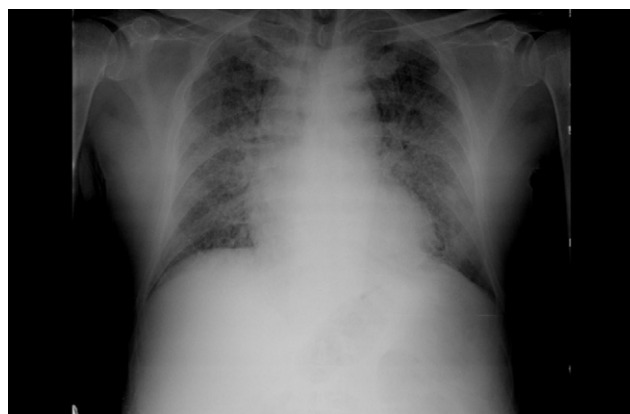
Radiografía de tórax: infiltrado intersticial bilateral con ensanchamiento mediastínico superior.
